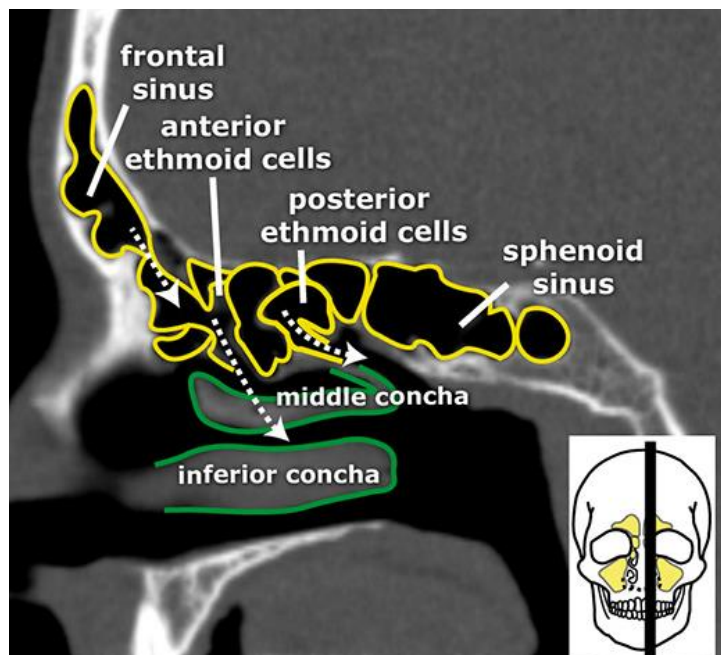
Reformatação sagital de TC dos SPN, cavidade nasal e SPN(12)
